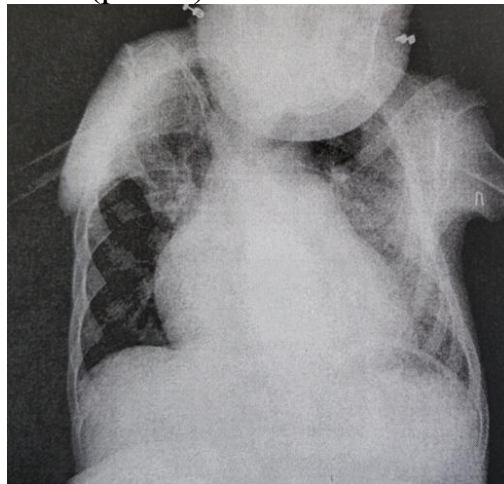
Расширенная тень сердца на рентгенограмме грудной клетки
